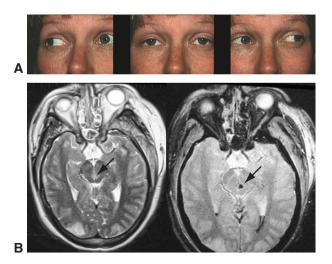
Ophtalmoplégie internucléaire gauche. A. Cette femme âgée de 35 ans avait une adduction ralentie de l'œil gauche et une exodéviation qui augmentait dans le regard vers la droite. B. IRM cérébrale, coupes axiales, en séquences pondérées en T2 (à gauche) et T2* (à droite) montrant une anomalie de signal (flèches) au sein du FLM gauche, dans le mésencéphale. (Partie A : Remerciements au Dr Steven A. Newman; partie B : Remerciements au Dr Joel Curé.)
